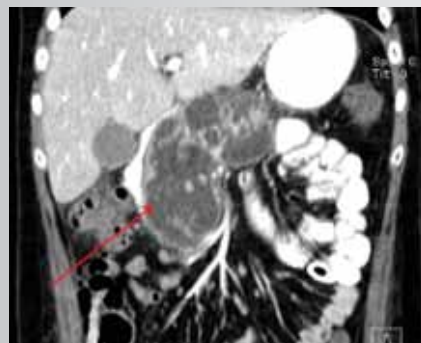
Компьютерная томография. Отмечается увеличение размеров кисты в области головки и тела поджелудочной железы до 3,7×3,7×5,9 см
